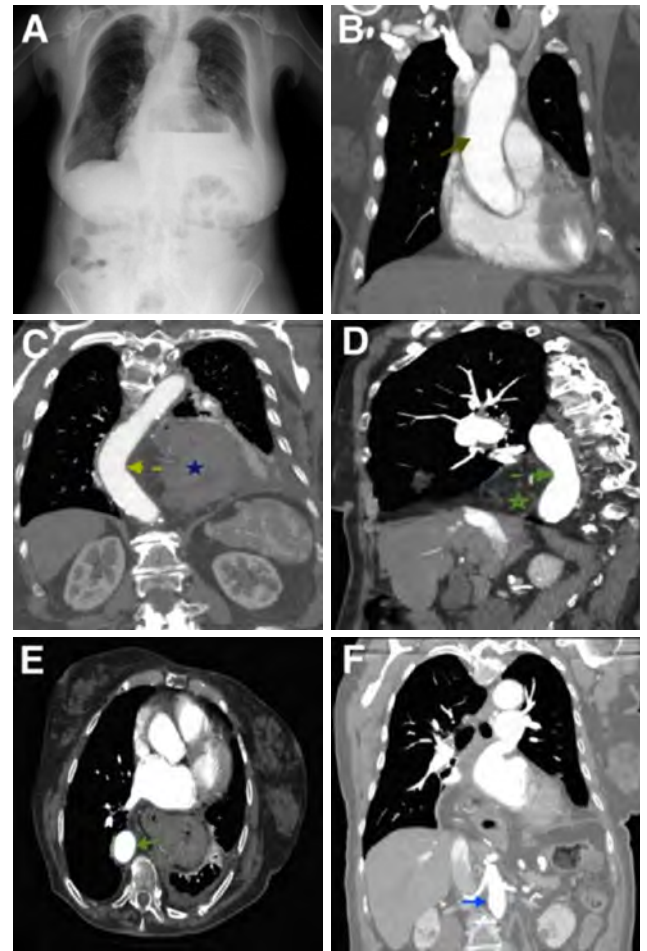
(A) A chest radiography showing hiatal hernia and stomach in thoracic cavity. (B) A contrast-enhanced chest computed tomography scan in sagittal plane showing non-tortiosity ascending aorta. (C) A contrast-enhanced chest computed tomography scan in sagittal plane showing the pushed descending aorta. (D) A contrast-enhanced chest computed tomography scan in coronal plane showing the pushed descending aorta. (E) A contrast-enhanced chest computed tomography scan in axial plane showing the descending aorta on the left side of vertebra. (F) Abdominal aorta travels on the left side of vertebra.
